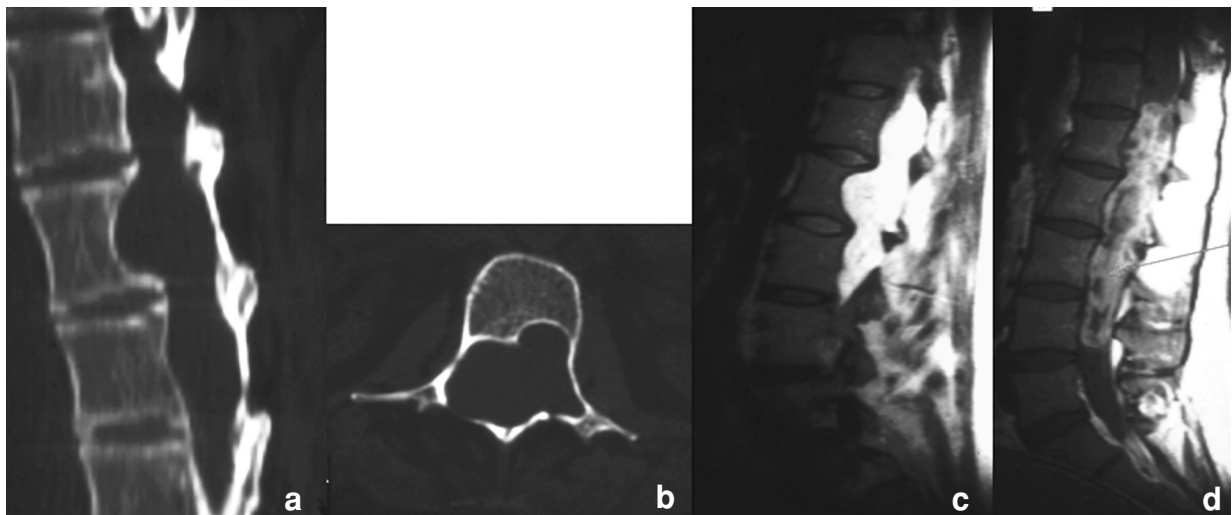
a, b, c et d : Femme de 44 ans avec un tableau de compression médullaire lente. Examen tomodensitométrique, reformatages dans le plan sagittal (a) et coupe axiale (b), et IRM en pondération T2 (c) et T1 après injection de gadolinium (d). Ependymome du cône terminal formant une empreinte à la face postérieure du corps (a et b) et sur l'arc postérieur vertébral (b). La lésion comporte des zones avec des composantes liquidiennes correspondant à des zones kystiques (c). L'étendue de la lésion est au mieux précisée après injection de gadolinium (d) et montre une prise de contraste hétérogène (flèche).
